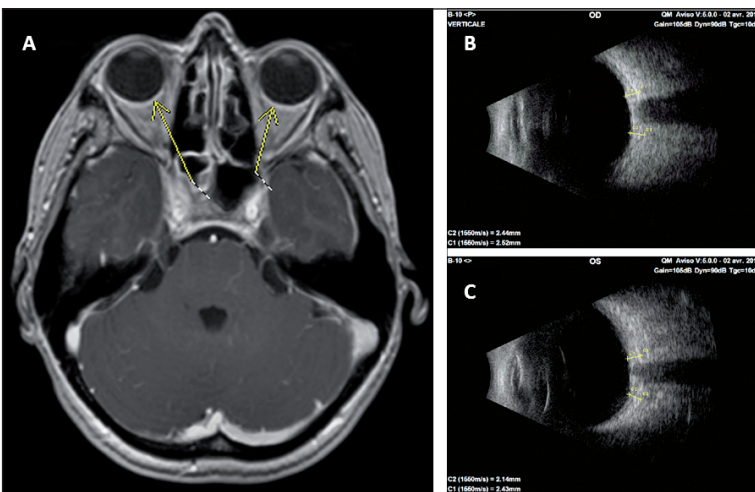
A. IRM cérébrale en séquence T1 après injection de gadolinium : prise de contraste de la sclère postérieure des deux yeux (flèches) qui sont augmentées en épaisseur.
